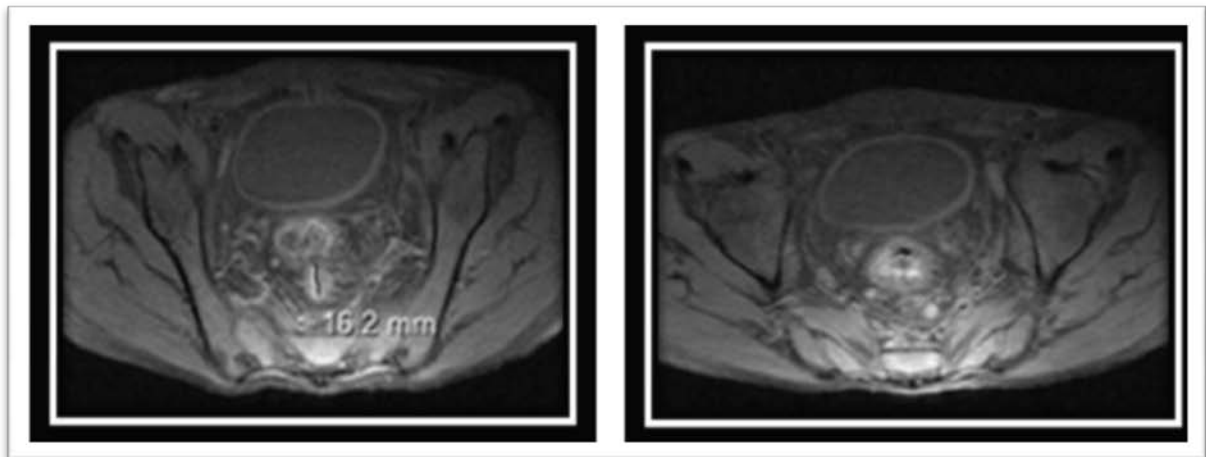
IRM en T1 FATSAT avec injection selon un plan axial : montre un épaississement tumoral du bas et moyen rectum, avec interruption de la musculature, infiltration du mésorectum, avec ganglion de méso au nombre sup à 4 (Stade T3N2).
